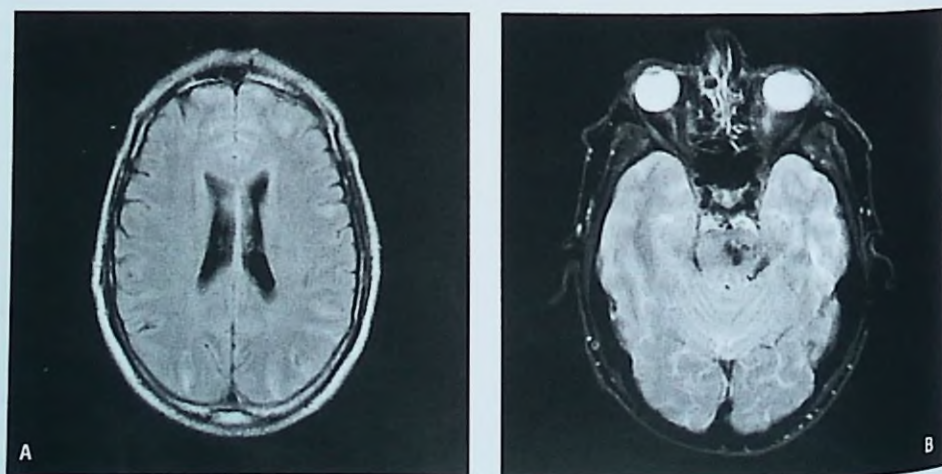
IRM en un paciente con hemorragia subaracnoidea secundaria a malformación vascular de tronco. A. Secuencia FLAIR. Se observan los surcos corticales hiperintensos. B. Eco-gradiente. Imagen hipointensa en tronco cerebral correspondiente a una malformación vascular.
